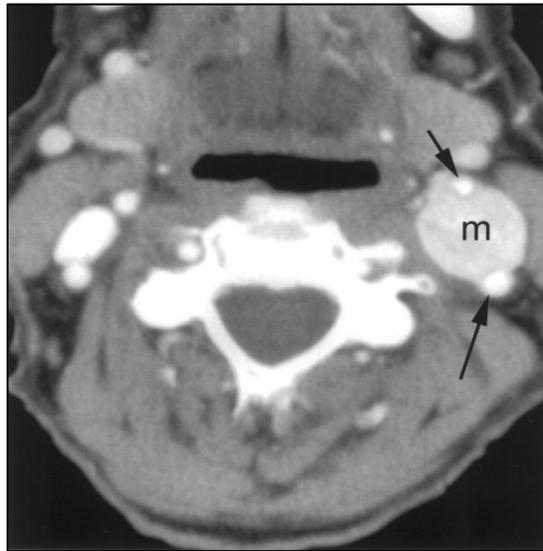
КТ-симптоматика каротидной параганглиомы
